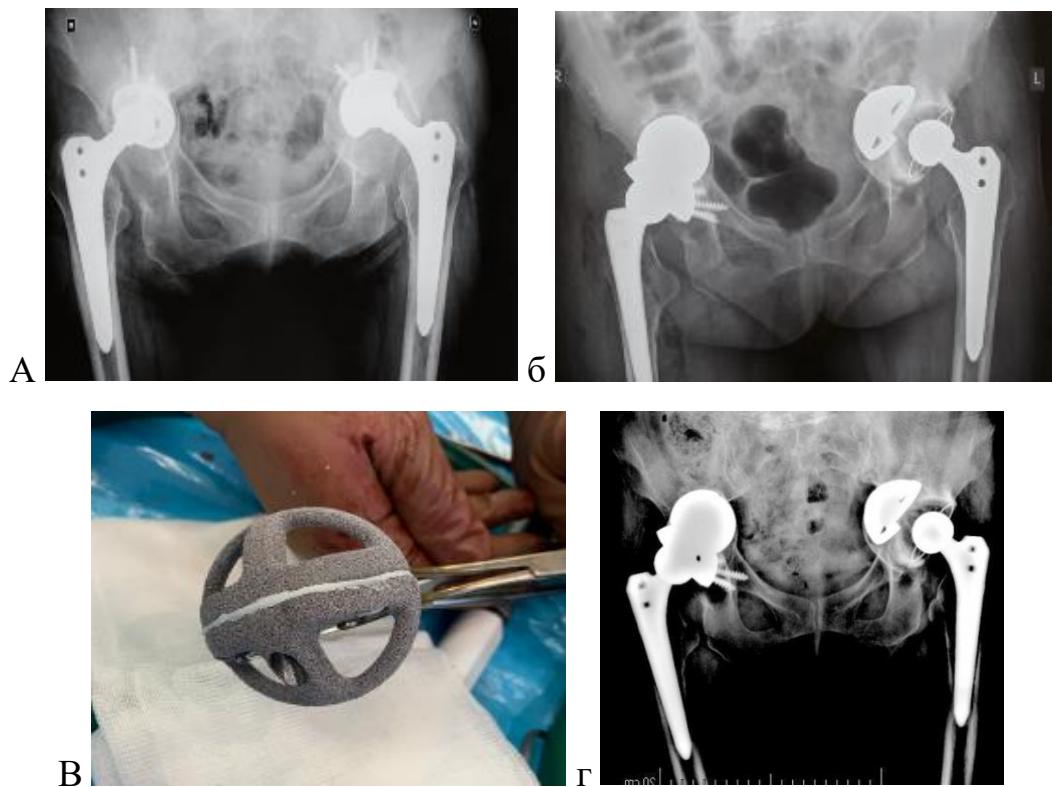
Пациентка А, 68 лет. Тип дефекта 3В по W.Paprosky, ограниченный по A.Gross-K.Saleh а) рентгенограмма таза с признаками асептической нестабильности левого и правого тазобедренного сустава б) выполнена поэтапная замена обоих ацетабулярных компонентов с установкой стандартного ацетабулярного компонента с двумя танталовыми аугментами в) изображение двух танталовых аугментов г) через 5 лет после ревизионной операции
